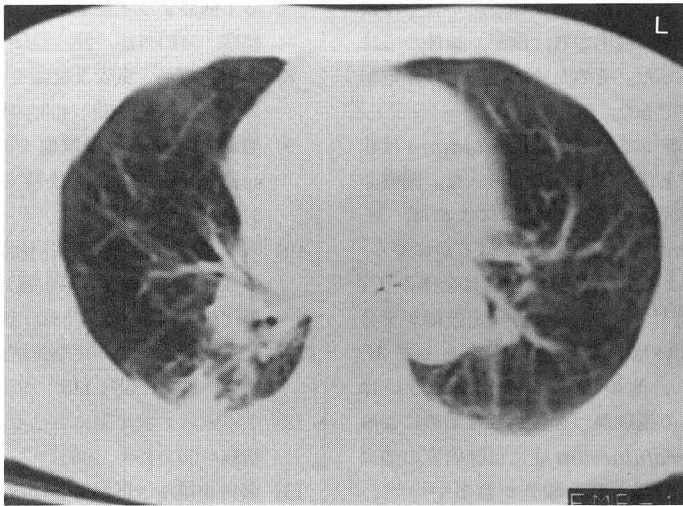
胸部CT像：右下葉気管支に拡張像と気管支壁の肥厚、不整が認められる。また末梢肺には含気不全が認められる。
